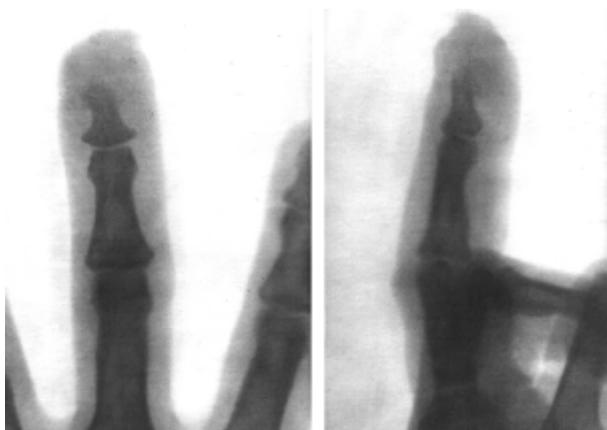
Больная Б. Костный панариций дистальной фаланги IV пальца правой кисти, развившийся после случайного укола пальца. За медицинской помощью обратились на 17 день заболевания. На рентгенограмме определяется деструкция головки дистальной фаланги с формированием на верхушке пальца гнойного свища. Процесс купирован после третьего оперативного вмешательства
